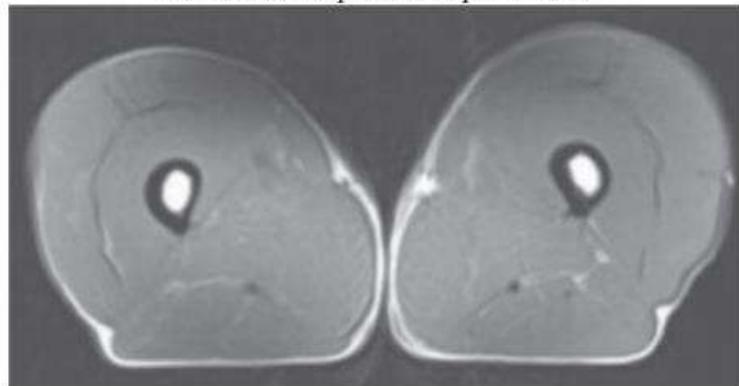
МРТ средней области бедра
